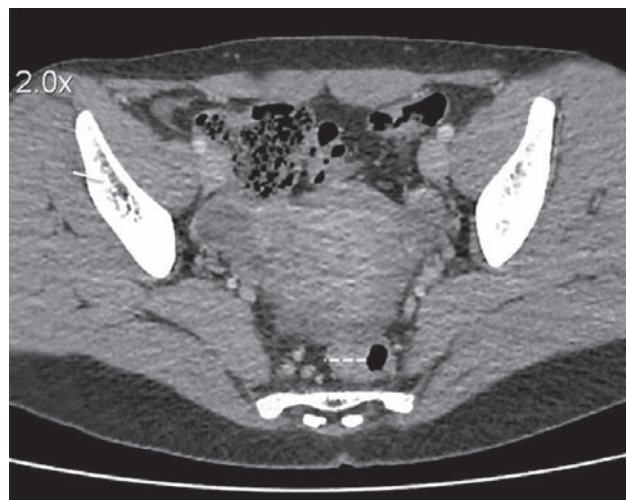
Компьютерная томография органов брюшной полости и малого таза с внутривенным контрастированием препаратом омнипак-350. Неравномерное утолщение стенки среднеампулярного отдела прямой кишки до 13 мм протяженностью до 30 мм с признаками активного накопления контрастного вещества при контрастном усилении; дистальный край образования расположен на высоте около 70 мм от ануса. Мезоректальная клетчатка тяжиста; в ней и по ходу верхней прямокишечной артерии определяются лимфатические узлы размерами до 8×9 мм с признаками активного накопления контрастного препарата
